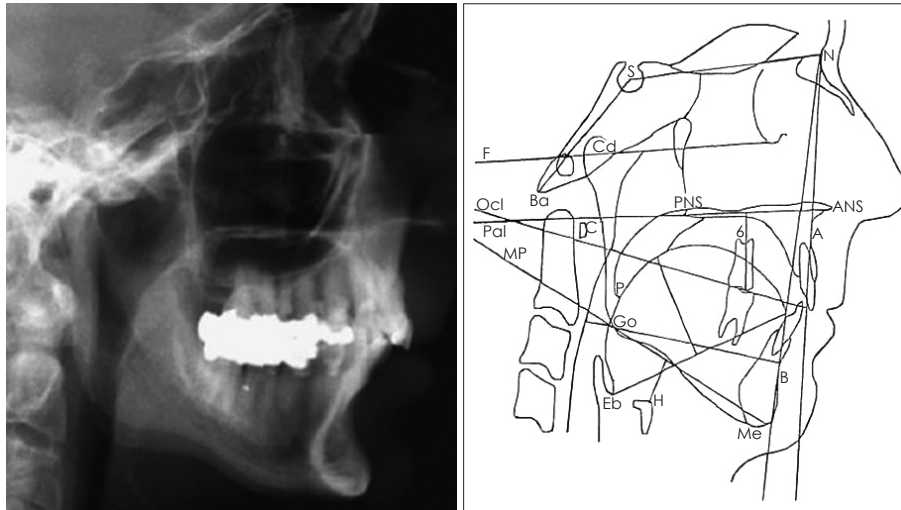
Lateral cephalometric radiograph with commonly used measurements such as soft palate length, posterior airway space and mandible plane to hyoid distance.
